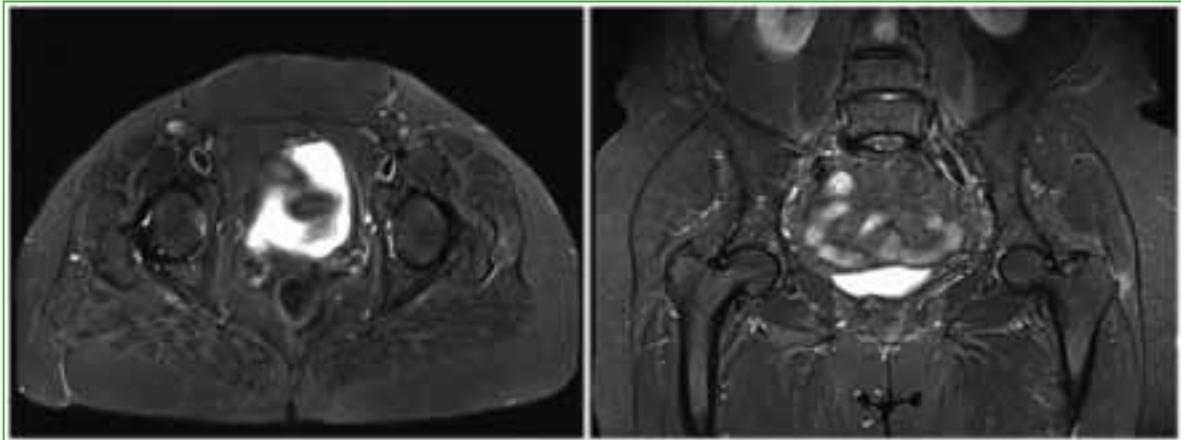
Corte axial y coronal de RMN control.
